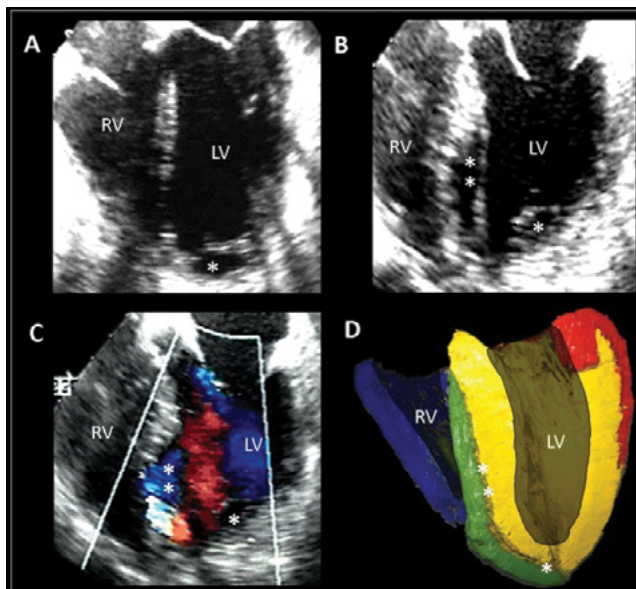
Estudios transesofágicos de las 4 cámaras (A, B y C) en un paciente con infarto septal. En A se observa la integridad del tabique interventricular y un pequeño hematoma apical (*). En B los componentes descendente y ascendente de la banda miocárdica están separados por la formación de un hematoma disecante (). En C, el registro con Doppler color confirma la presencia de flujo entre los segmentos septales descendente y ascendente, los cuales en el espécimen porcino (D) se observan en colores amarillo y verde.
